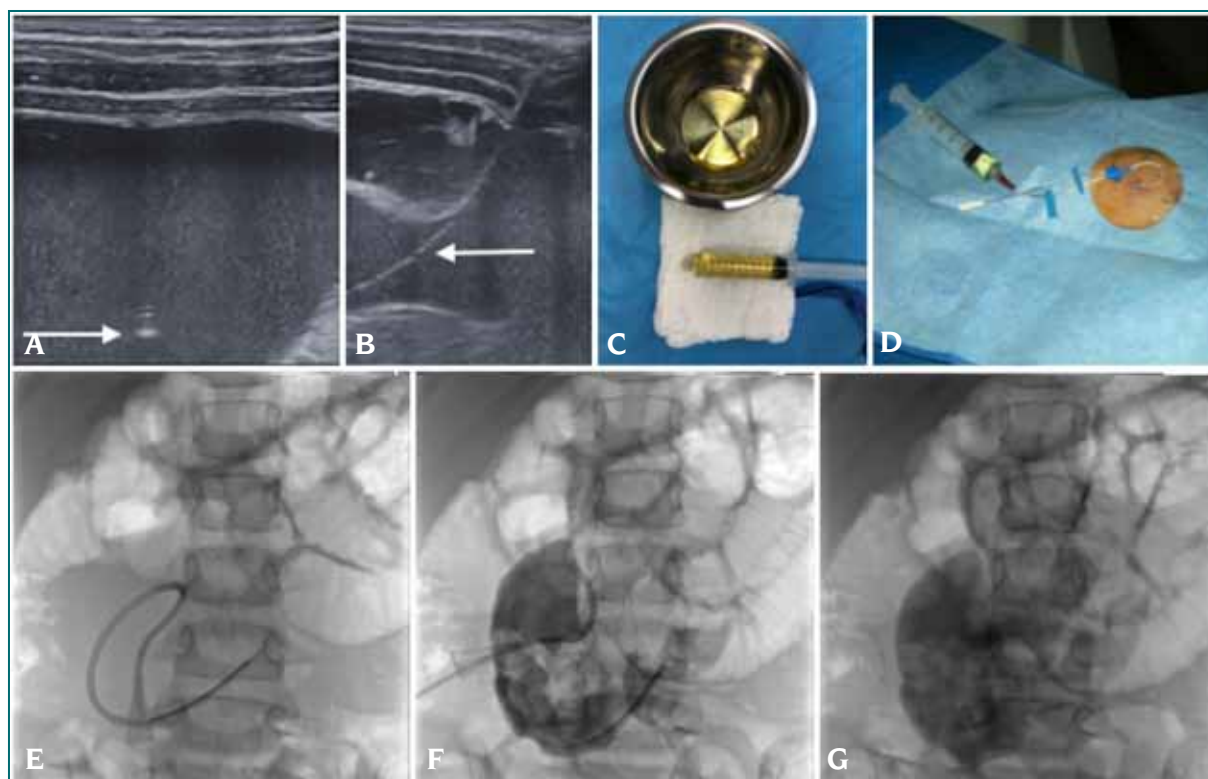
A. Punción guiada por ecografía, donde se observa la punta de la aguja en el interior del quiste (flecha). B. Ecografía donde se constata la localización del catéter intralesional. C y D. Doxiciclina y su inyección mediante el catéter colocado dentro de la malformación linfática. E, F, G. Control radioscópico de las instancias previamente descritas.
